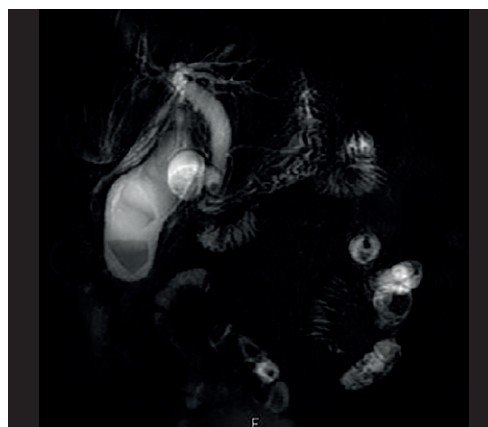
Choledocholithiasis, Cholezystolithiasis und Cholezystitis (freie Flüssigkeit im Gallenblasenbett) im kernspintomografischen Bild (MRCP).
